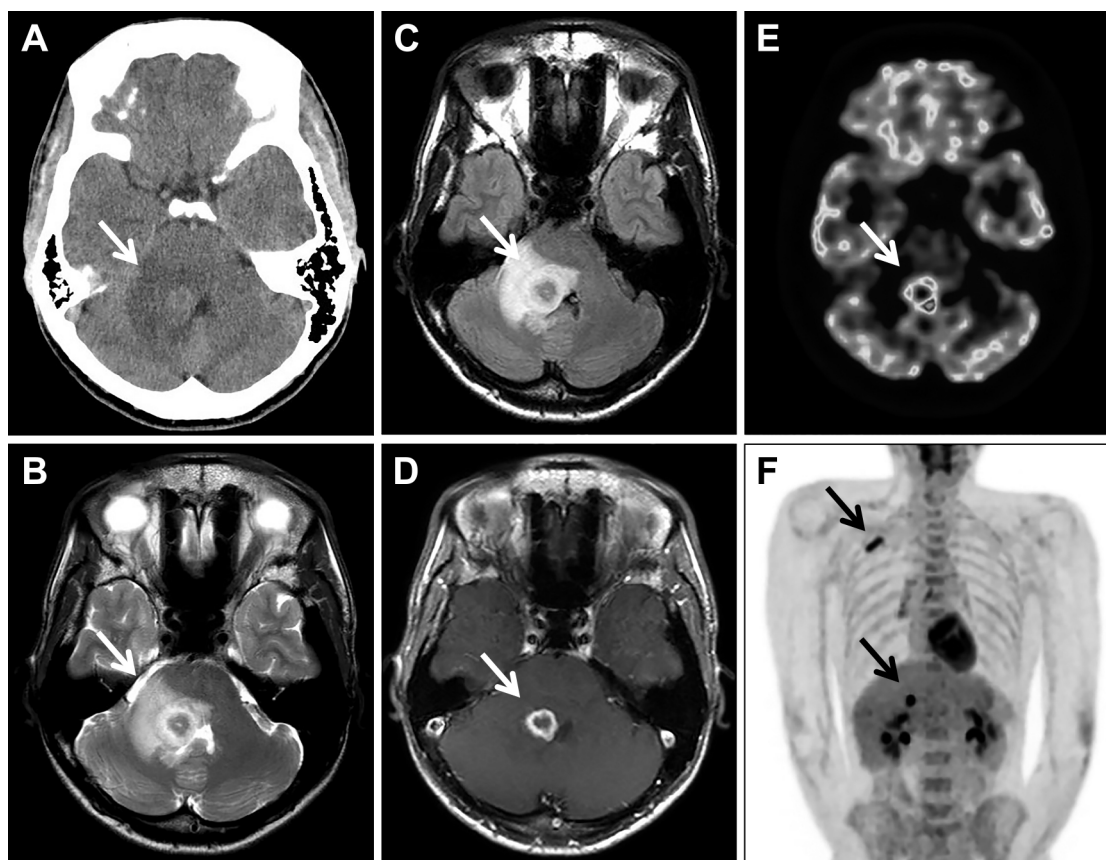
Brain CT, MRI, and whole-body PET-CT on admission.
